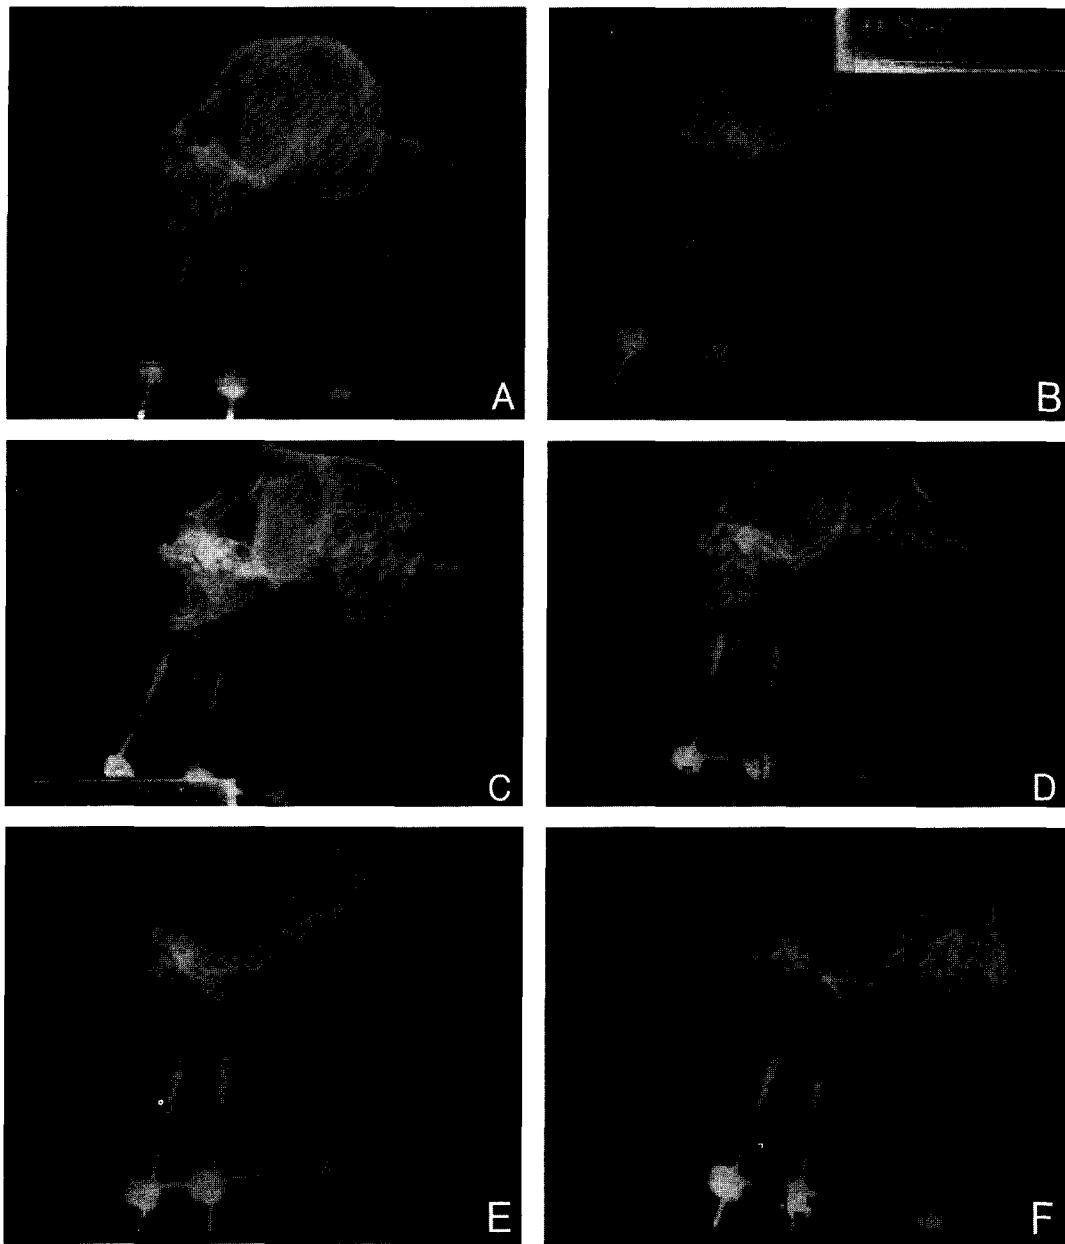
Radiographs of control groups(first row); A, 3 weeks after finishing bone distraction. B, 5 weeks after finishing bone distraction. The distracted area shows radiolucency and there is no significant difference between the radiographs taken in 3 weeks and those of 5 weeks. Radiographs of chitosan groups(second row); C, 3 weeks after finishing bone distraction. D, 5 weeks after finishing bone distraction. The radiolucent and radiodense zones are shown in the distracted area. Bilateral radiodense zones have been progressively extended into the center of the distracted area and the vertical thickness of the radiodense zone in photograph of 5 weeks is almost doubled compared with that of 3 weeks. Radiographs of chitosan-calcium sulfate mixture groups(third row); E, 3 weeks after finishing bone distraction. F, 5 weeks after finishing bone distraction. The distracted area shows the highest radiodense zone among experimental groups. There is a very narrow radiolucent zone and the vertical diameter of a new bone is almost as same as that of the original mandible in 5 weeks.
